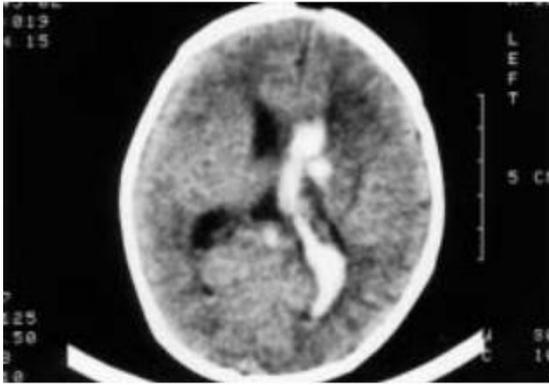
CT a los 20 días de vida. Hemorragia intraventricular y hematoma parenquimatoso localizado en la zona anteromedial del tálamo izquierdo.
